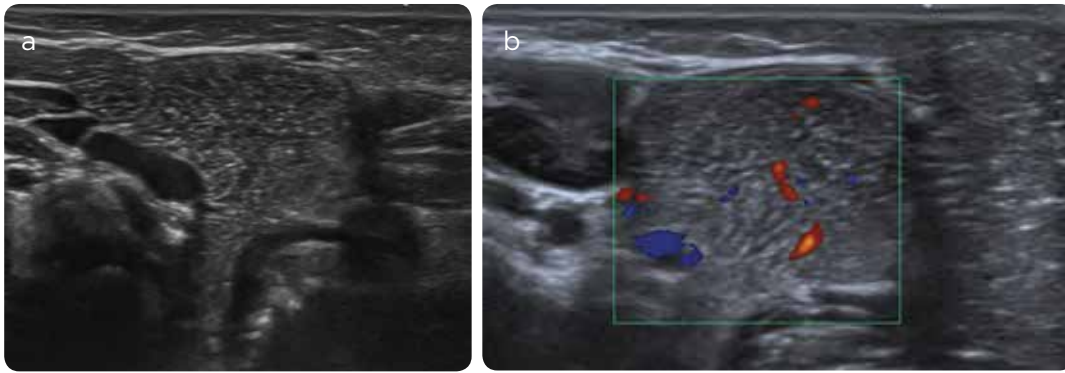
a) Ecografía modo B: se identifica una masa bien definida, hipoeoica, con pequeños septos en su interior, lineales, delgados y ecogénicos b) Masa con flujo tras la exploración Doppler color.
